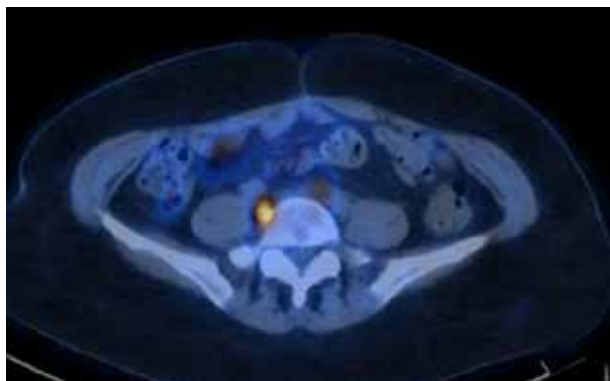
PET CT de abdomen con inyección intravenosa de dosis estándar de F18 FDG que demuestra persistencia de captura de FDG en las imágenes correspondientes a linfadenopatía iliaca común derecha de 13 mm en tamaño con SUV máximo de 5,9.
